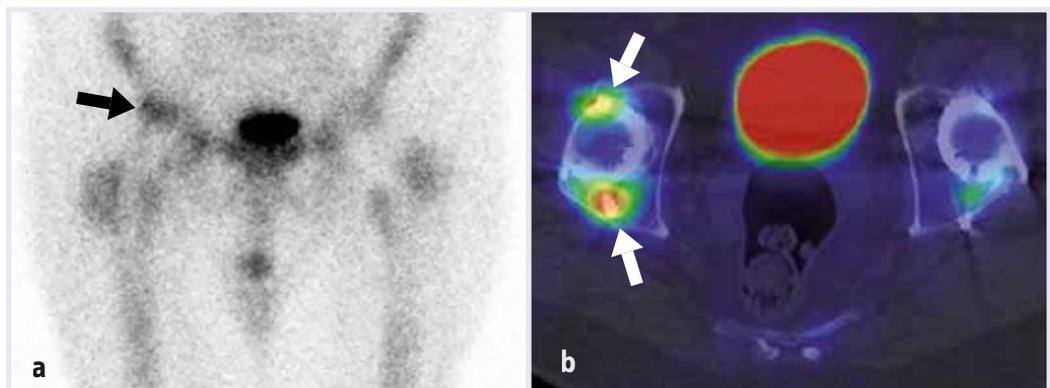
Status nach beidseitiger Hüft-TEP. Rechts unklare Beschwerden, konventionell-radiologisch unauffällig. Szintigraphisch Zeichen der Pfannenlockerung (Bild a, Pfeil) bei erhöhtem Knochenumsatz um die CT-morphologisch noch unauffälligen Verankerungsschrauben ventral und dorsal in der SPECT/CT (Bild b, Pfeile).
